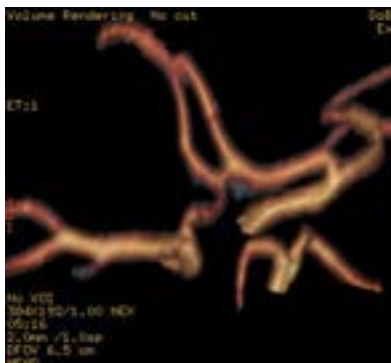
Asimetria segmentelor A1 cu reducerea calibrului de partea stg. (reconstrucție 3D, IRM)
